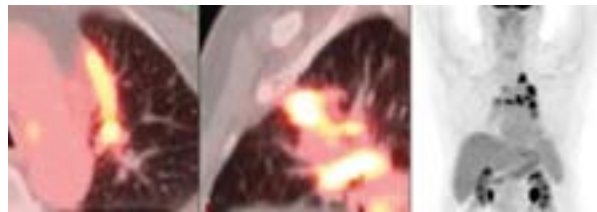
Композитна ПЕТ/КТ та проєкційні зображення максимальної інтенсивності, що демонструють кокцидіомікоз медіальної частини лівої легені, медіастинальних і прикореневих лімфатичних вузлів [7, 11]
